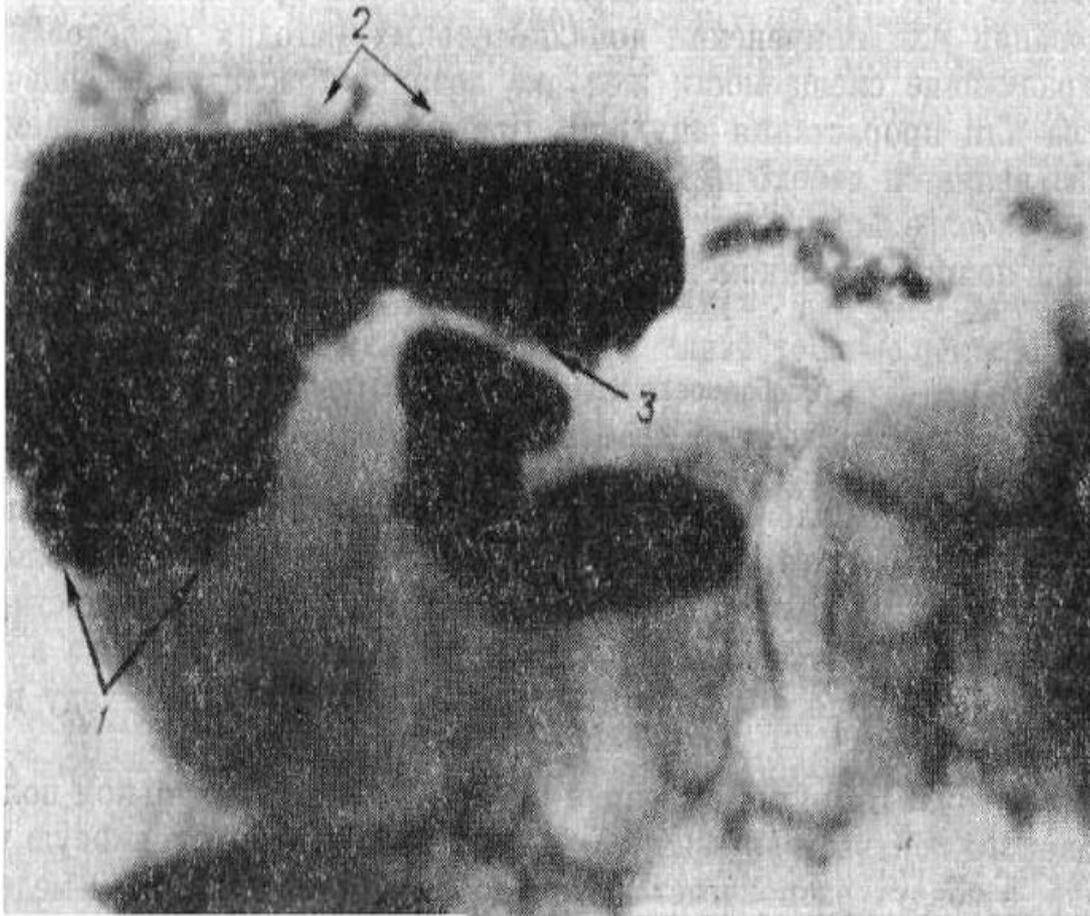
Рентгенограмма желудка и двенадцатиперстной кишки в боковой правой проекции (положение больного на латероскопе на спине):
